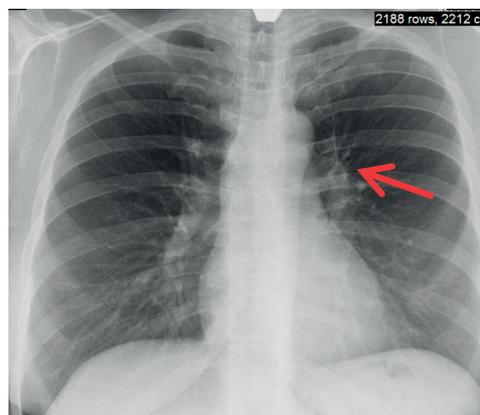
Рентгенограмма органов грудной клетки (описание в тексте)
